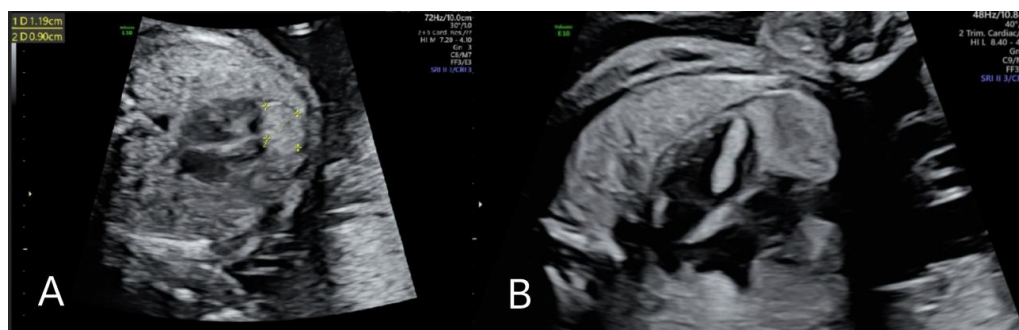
(A) Ultrasound echocardiogram of the fetus at 24 + 2 weeks revealed multiple hyperechoic masses, which is one of them.; (B) Re-examination of the fetal ultrasound echocardiogram at 28 + 1 weeks indicates multiple occupying lesions in the fetal heart cavity
